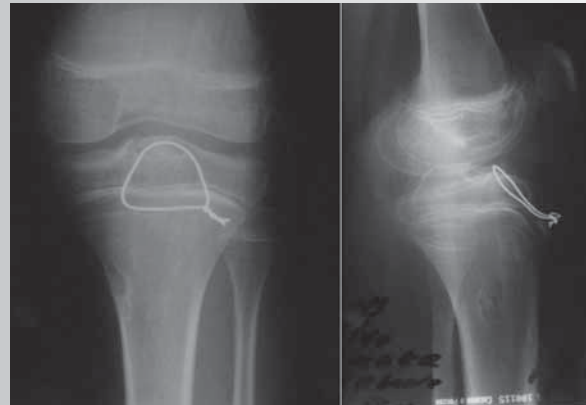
Отрыв межмыщелкового возвышения коленного сустава, рентгенограмма после репозиции
